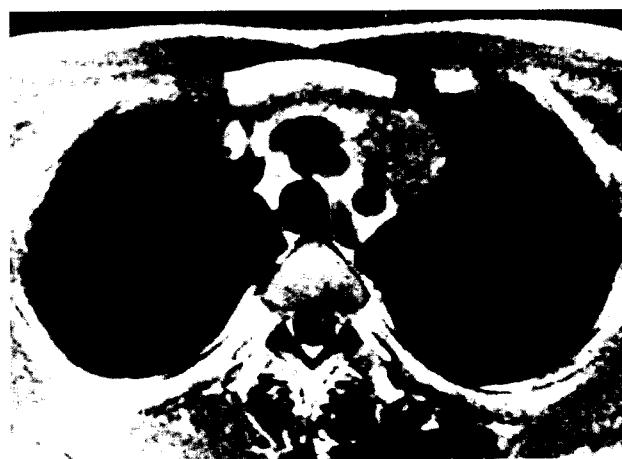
preoperative chest MRI. 5cm sized well defined soft tissue mass from the aortic arch to lower margin of the clavicle in the anterior mediastinum.
